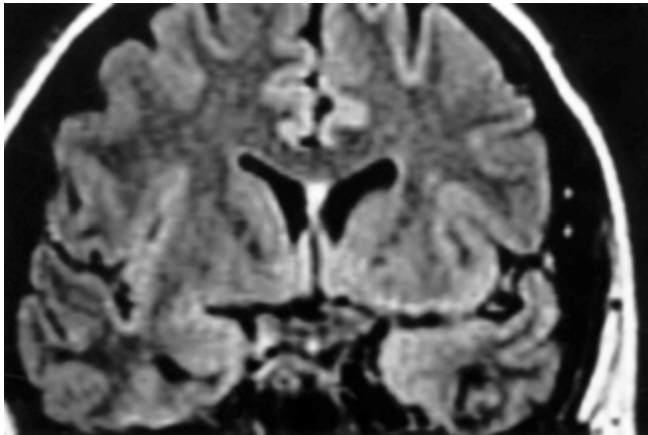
Femenino de 47 años, con crisis epilépticas parciales complejas, sin tratamiento, IRM en corte coronal FLAIR, con imagen hiperintensa, con halo hipointenso localizado en la tercera circunvolución temporal izquierda, que muestra reforzamiento posterior a la administración de medio de contraste. Angioma venoso.
